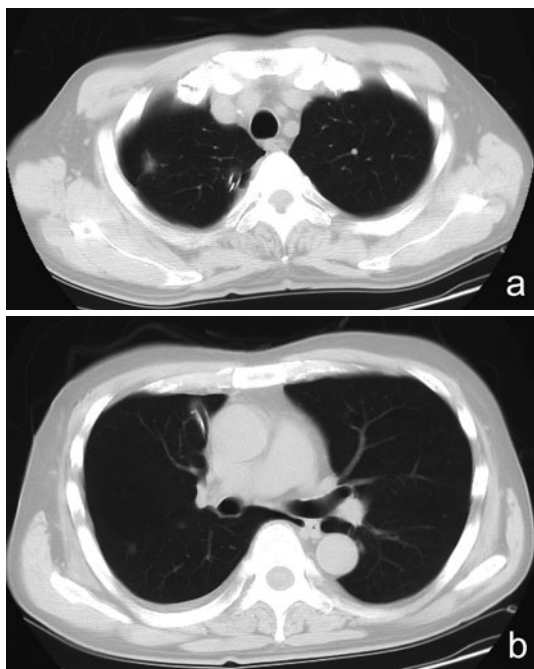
Chest CT after pleural cavity drainage shows (a) tumor shadows at the right upper lobe beside the pleura and (b) two groundglass opacities in the right S6.
